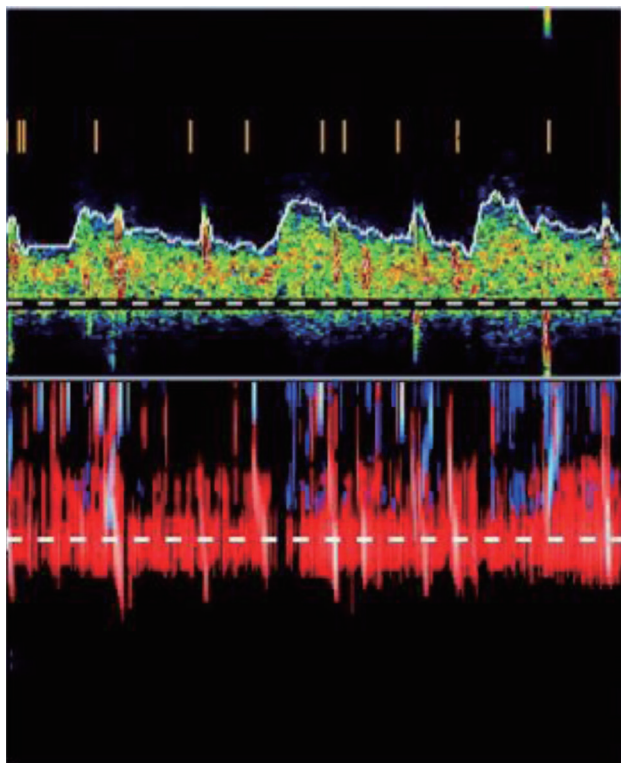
Transcranial Doppler ultrasound of the patient. Multiple microembolic signals are shown after the Valsalva maneuver.
